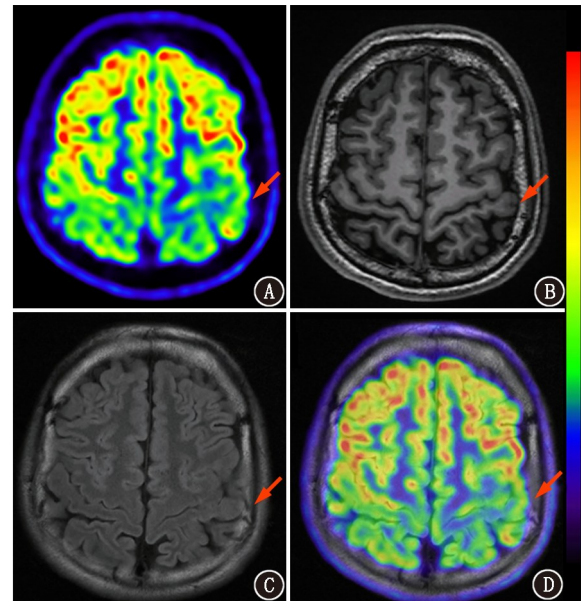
局灶性癫痫患者 (男, 23 岁) ^{18}F -FDG PET/MR 图像。患者癫痫反复发作 19 年。A. ^{18}F -FDG PET 示左侧顶叶局灶代谢减低 (箭头示); B~D. T₁ 加权反转恢复序列图像 (B)、T₂-液体衰减反转恢复 (T₂-FLAIR) 序列图像 (C) 及 PET/MR 融合图像 (D) 提示左侧中央沟附近偏后侧局部灰白质分界不清 (箭头示); 立体定向脑电图 (SEEG) 证实致痫灶位于左侧顶叶中央后回
